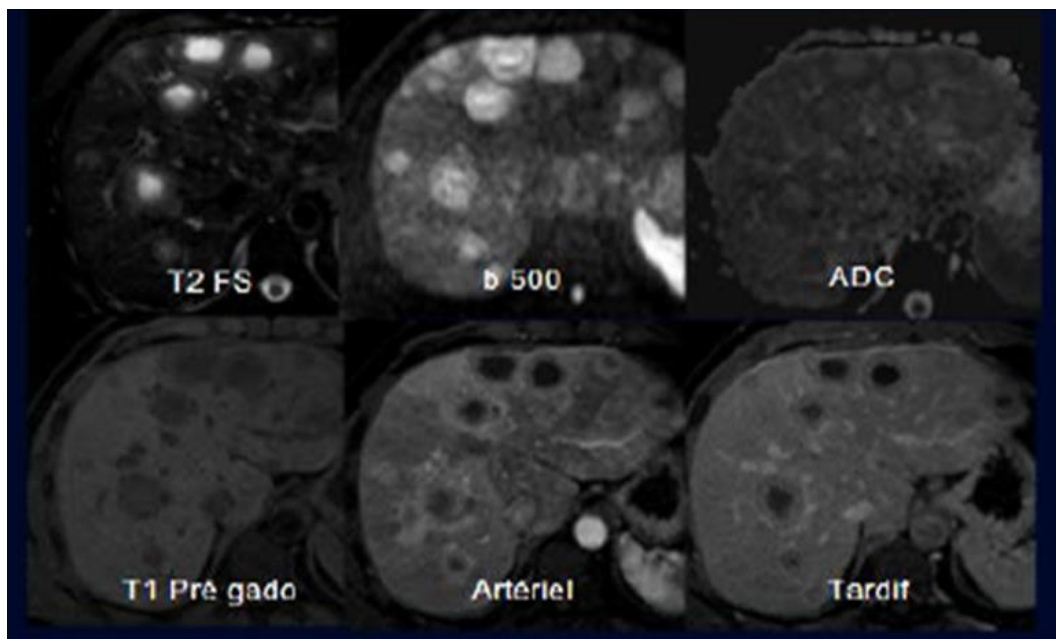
Images d'IRM hépatiques en coupe axiale montrant des métastases hépatiques kystiques [61].
